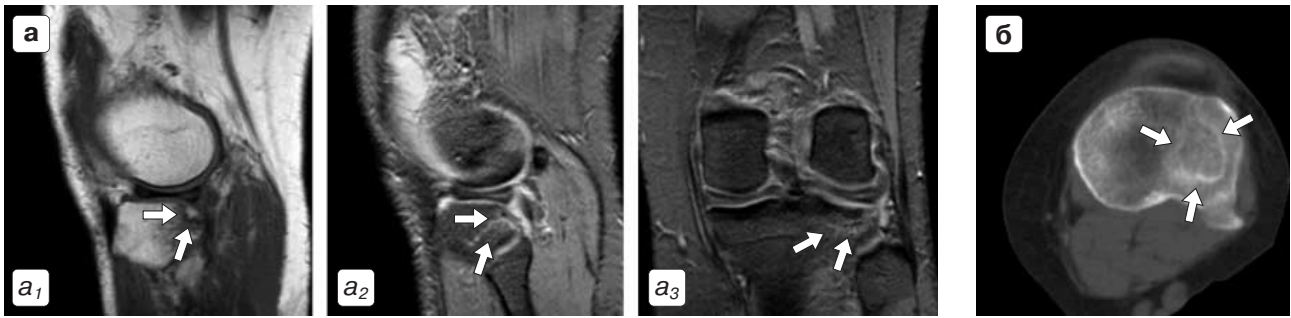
МР-томограммы больной Н.
